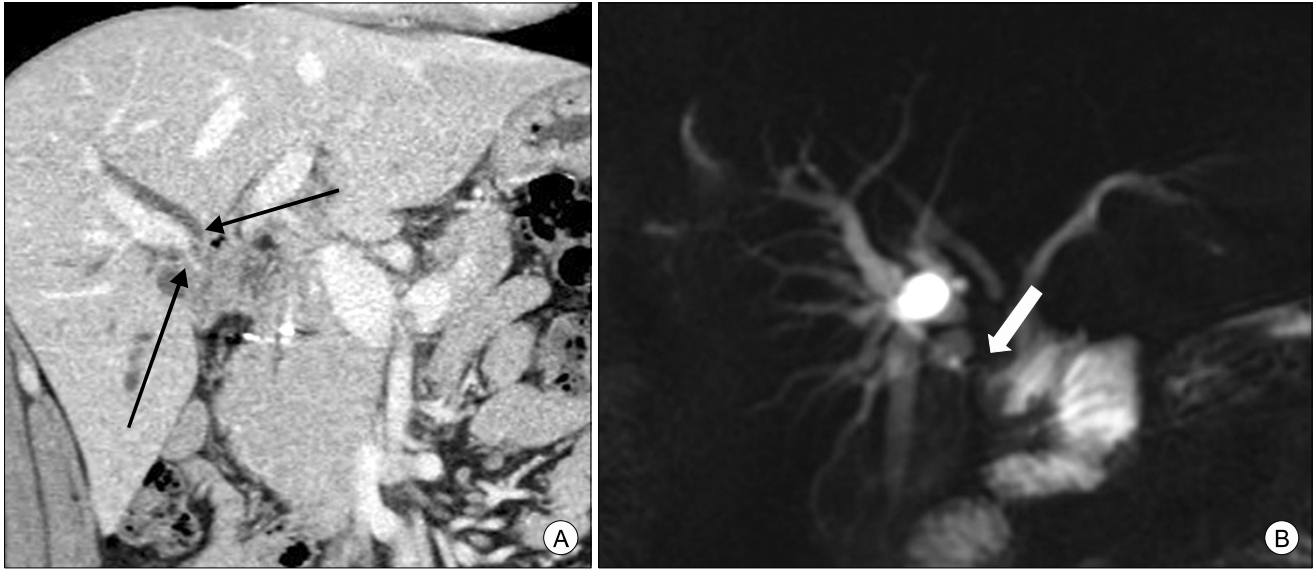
Abdominal CT and MRCP findings. (A) Abdominal CT shows marked intrahepatic bile duct dilatation especially right lobe suggesting anastomotic site stricture (black arrow). (B) MRCP shows mild dilatation of intrahepatic ducts, more prominent in right hepatic lobe, suggesting anastomotic stenosis of hepaticojejunostomy site (white arrow).
